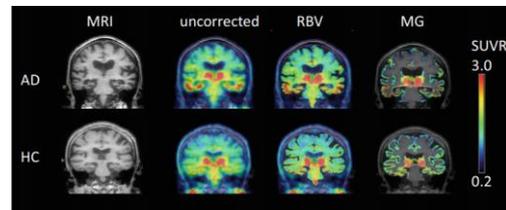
健常者(HC)および AD 患者の臨床画像 左より MRI,補正なし THK-PET 画像、補正画像(RBV, MG)
